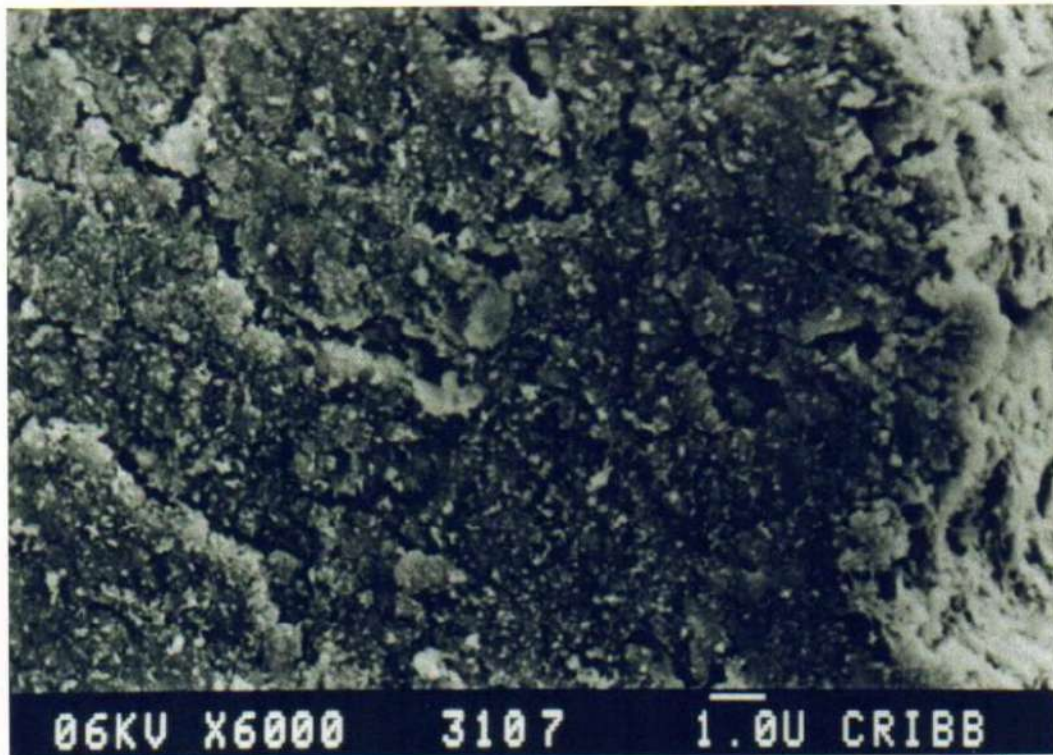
M.E.B. de canino superior, tercio coronario. Irrigación hipoclorito + ultrasonido. Barro dentinario de partículas pequeñas.
